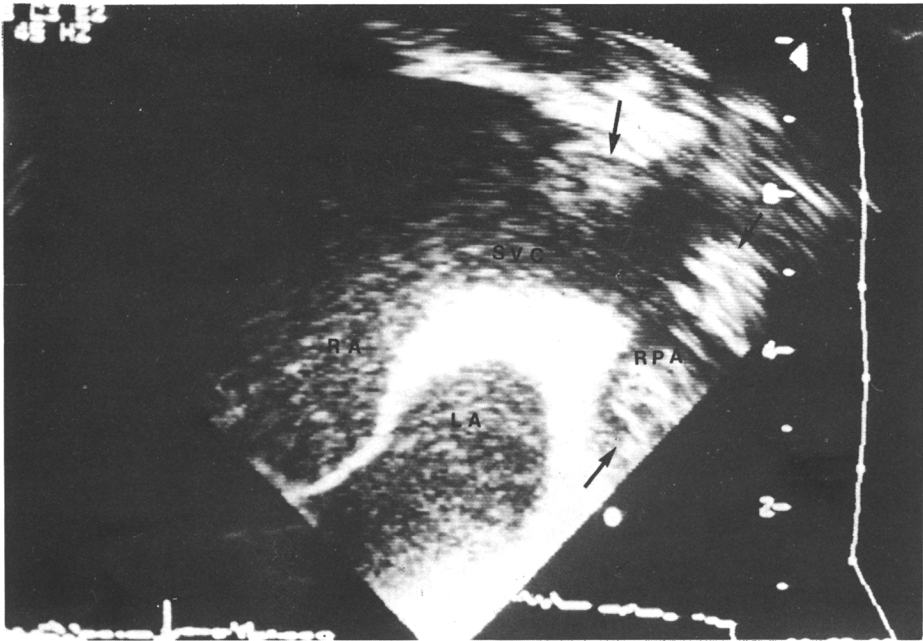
Biplane transesophageal echocardiography revealed echogenic densities attached at right pulmonary artery(RPA) and anterior aspect of superior vena cava(SVC).
